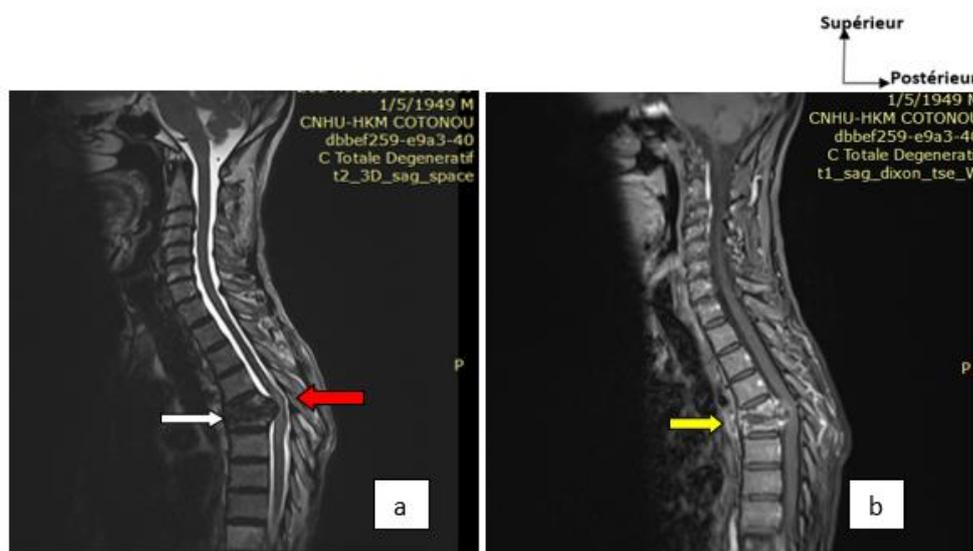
IRM du rachis cervico-dorsal en coupes sagittales T2 (a) et T1 avec injection de gadolinium (b) : tassement vertébral de T5 et T6 avec ostéolyse en miroir (flèche blanche) et rehaussement des corps vertébraux et du disque après injection de Gadolinium évoquant une spondylodiscite T5-T6 (flèche jaune). Abscès des parties molles et de l'espace épidual antérieur avec une compression médullaire associée (flèche rouge).
